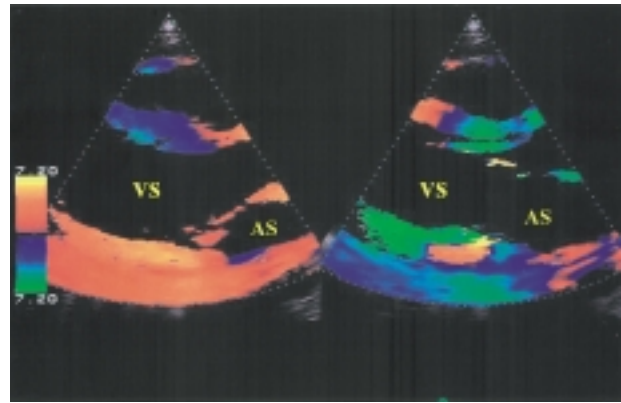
Color TD bidimensionale in un soggetto normale, asse lungo parasternale. Codice di colore in sistole ed in diastole. Per l'interpretazione delle bande di colore vedi testo. AS = atrio sinistro; VS = ventricolo sinistro.
